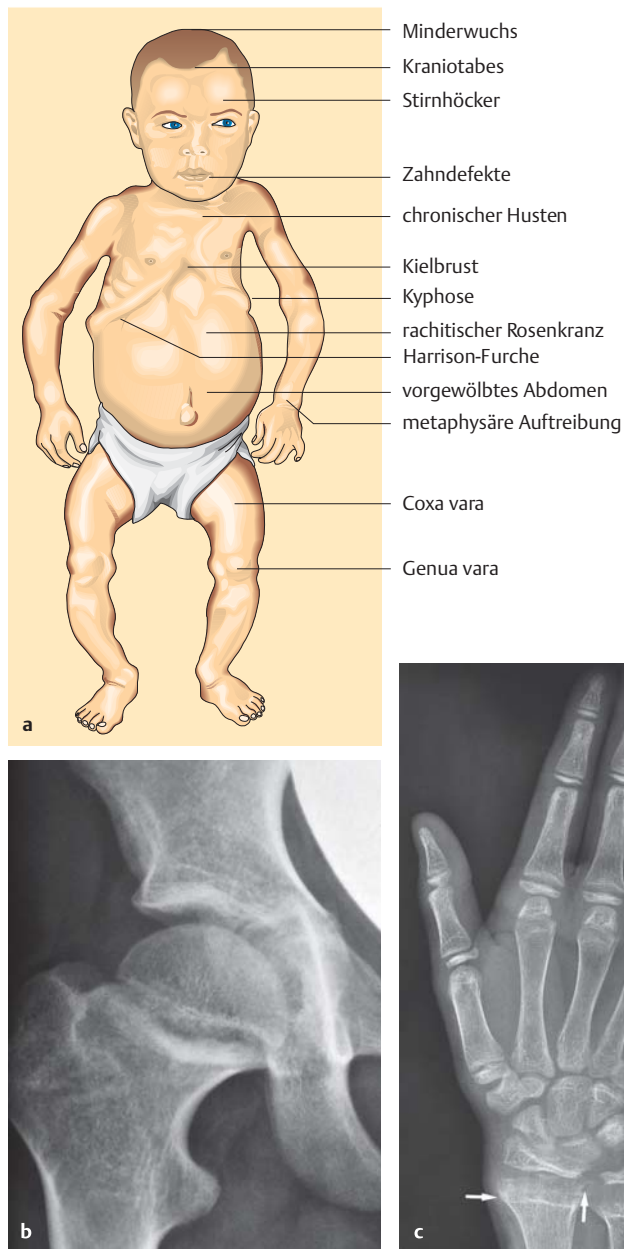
Kindliche Rachitis. a Klinik und b typische Veränderungen im Röntgenbild mit unverkalktem Osteoid und fächerförmiger Verbreiterung der Metaphysen am Hüftgelenk mit Coxa vara sowie c am Handskelett (Pfeile) (Niethard FU. Kinderorthopädie. Stuttgart: Thieme; 2009: 329).
